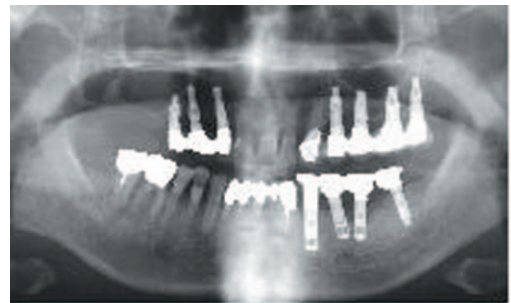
술후 6개월 후의 방사선사진 보철물은 안정감을 보였다.
